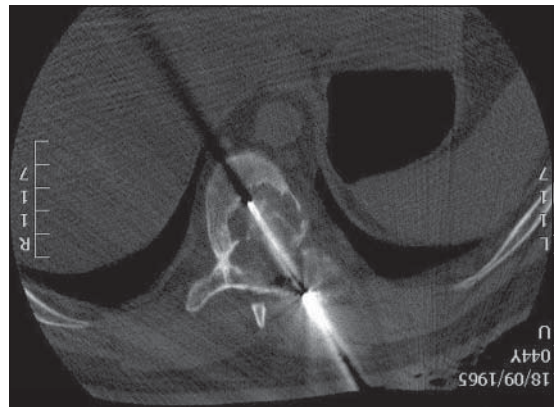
Biopsia bajo TAC.
